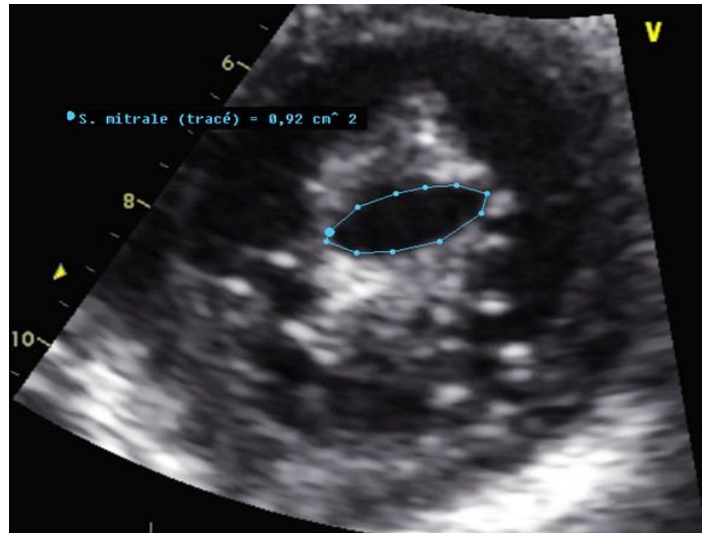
Incidence parasternale petit axe permettant la mesure de la surface mitrale par planimétrie.
